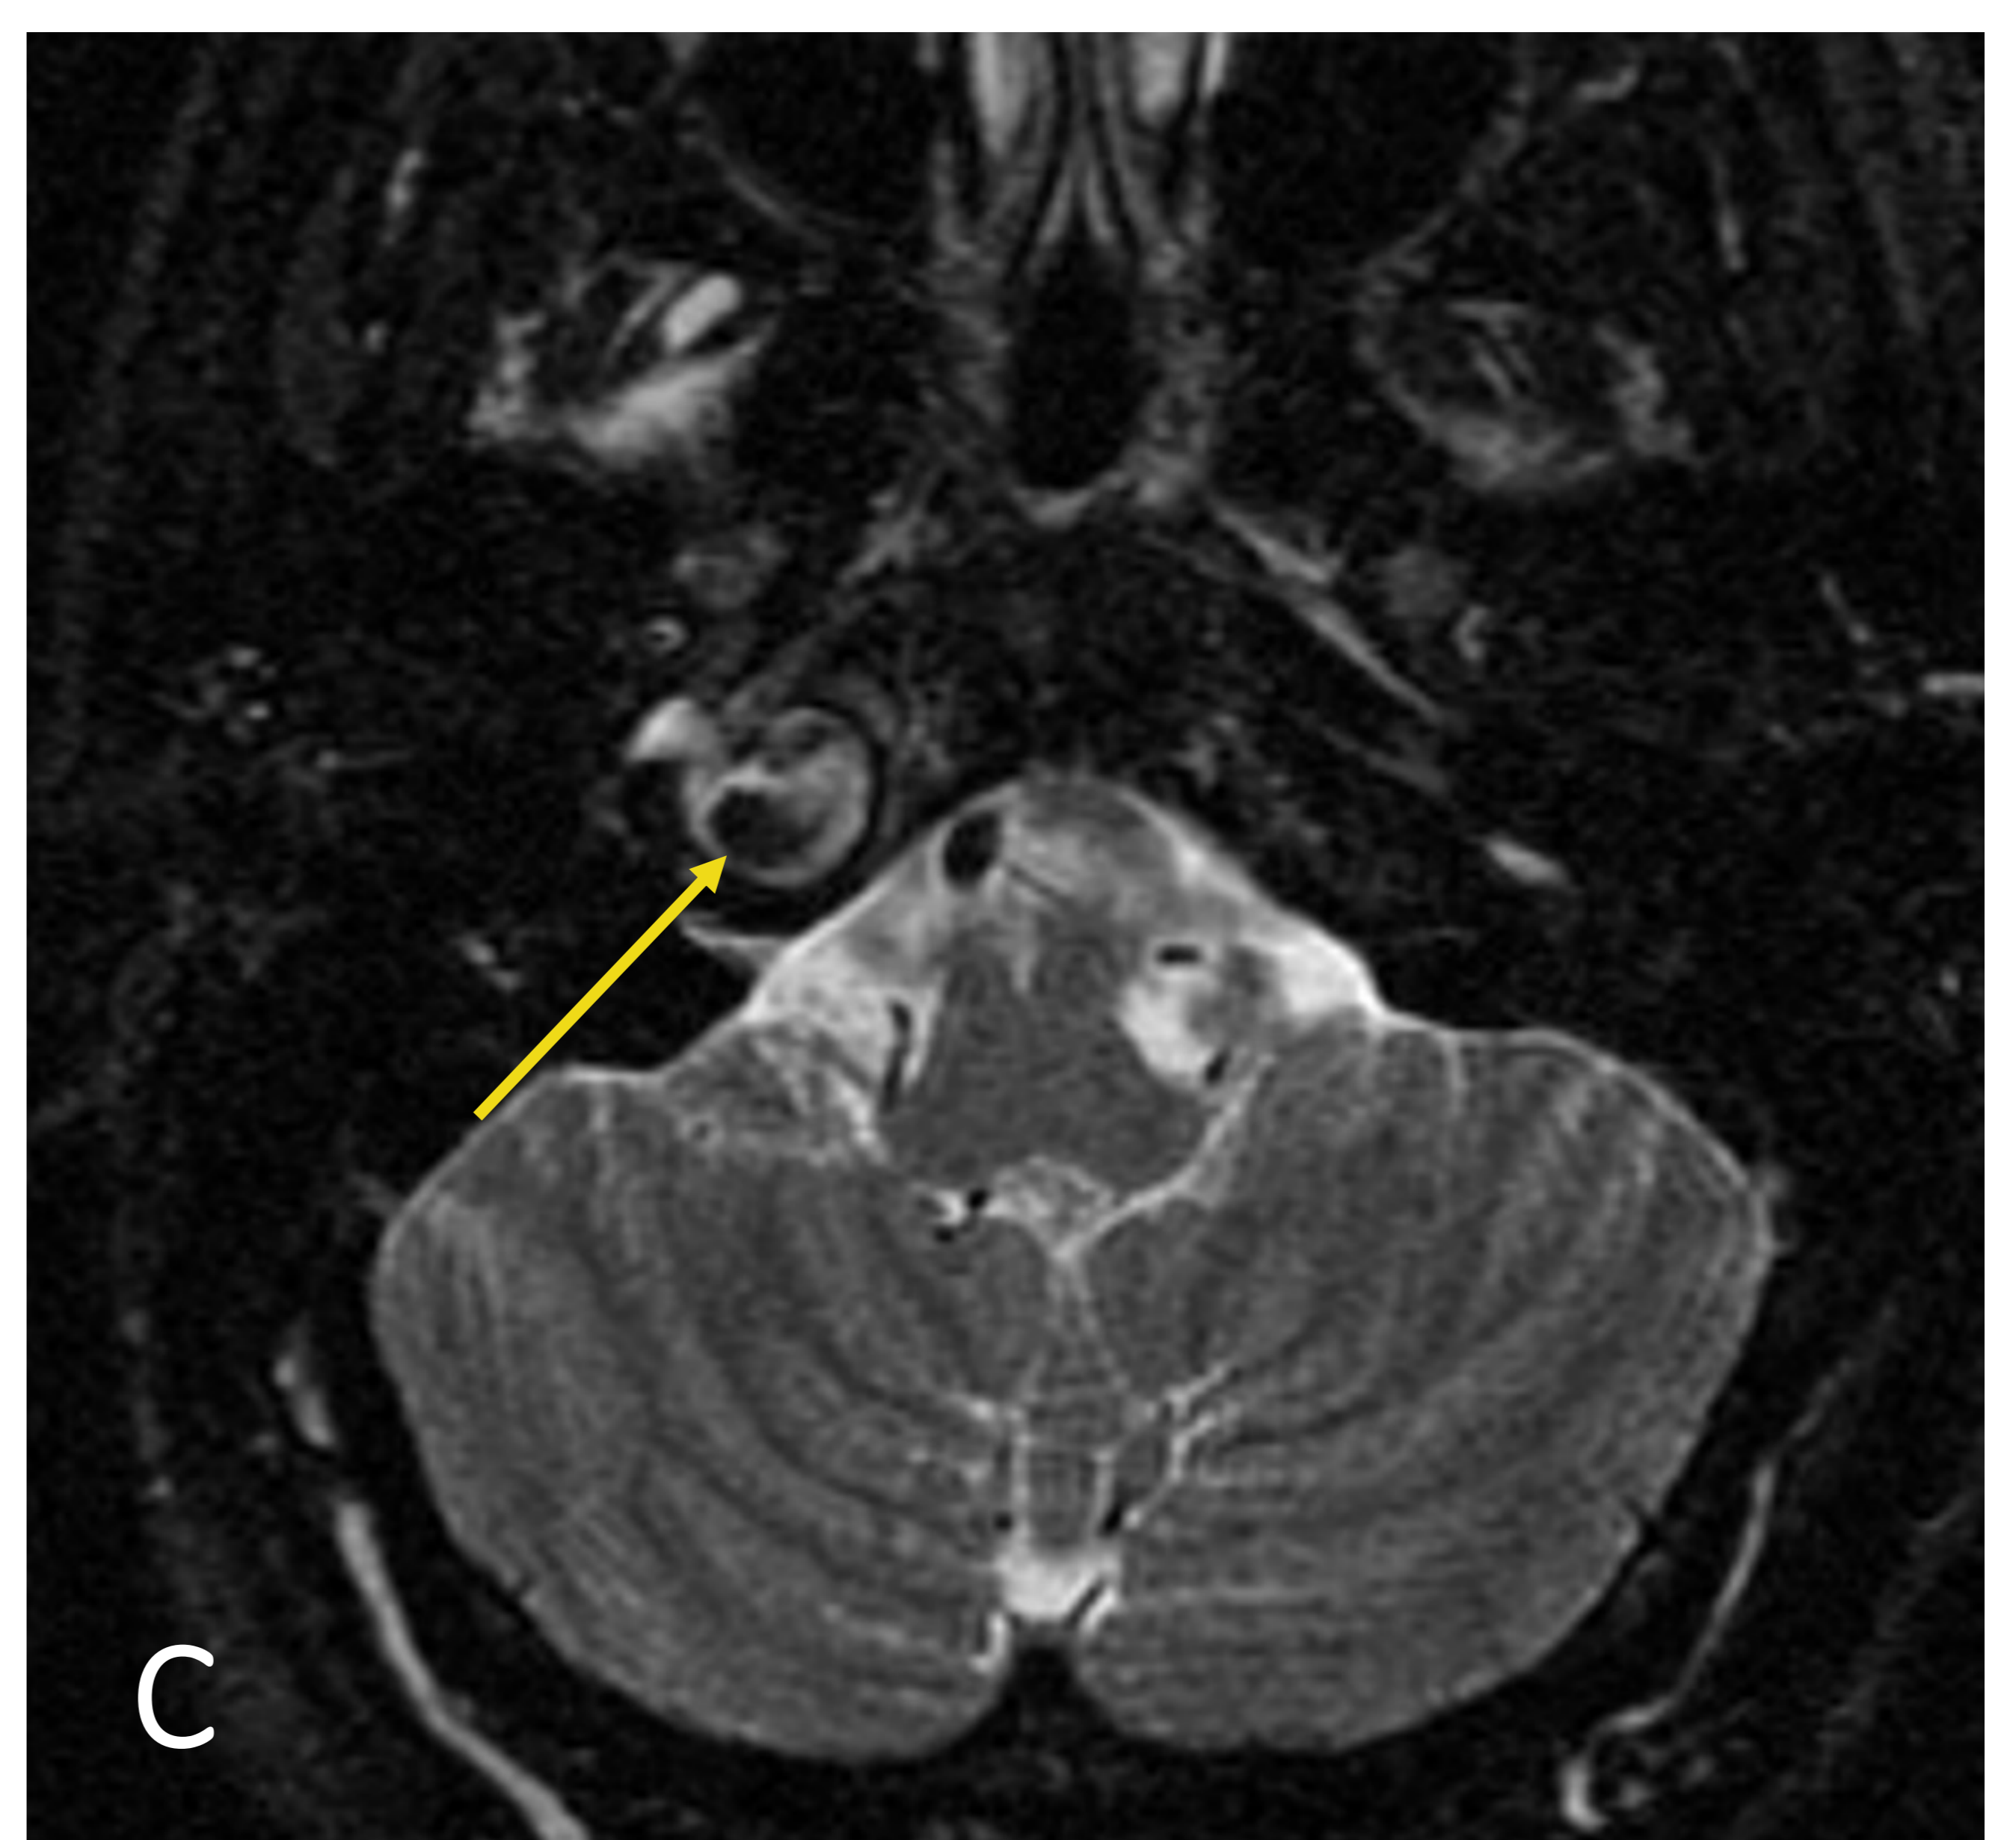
RM T2. La misma lesión muestra una señal heterogénea (flecha)
